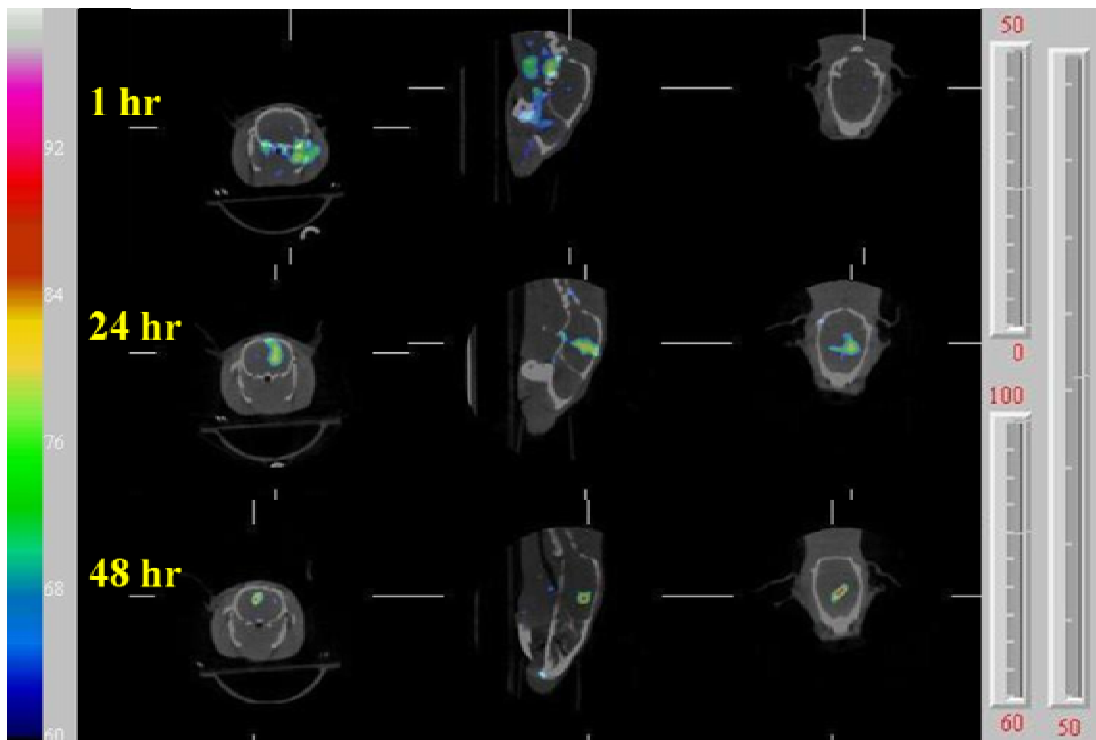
放射性標誌奈米微脂體放射藥物經尾靜脈注射後 1、24 及 48 小時之腦部區域微單光子電腦斷層 (mSPECT/CT) 影像。注射放射性活度為 7 mCi。
